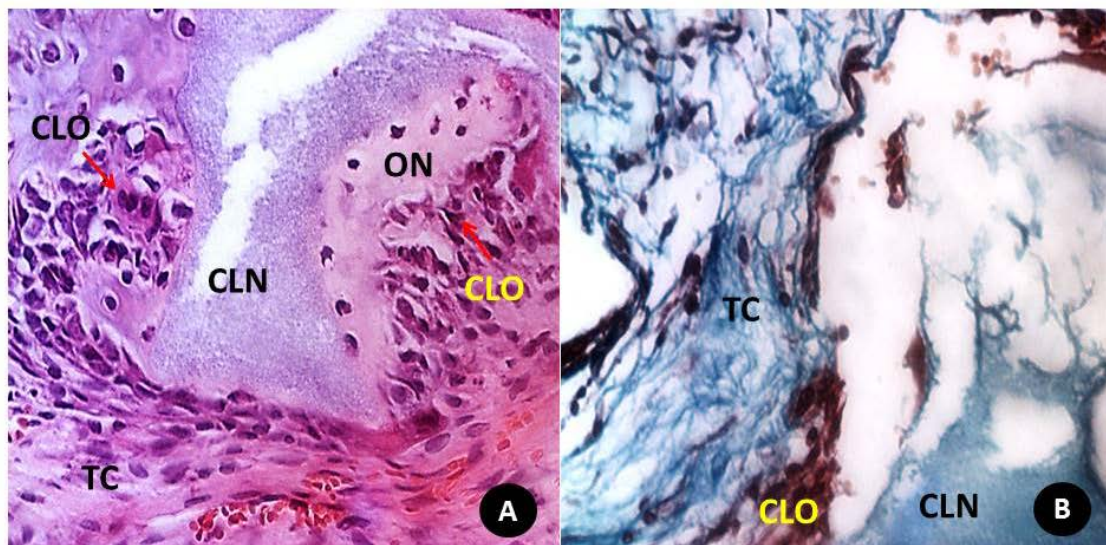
Aspecto histológico em detalhe da relação do biomaterial CLN 14 dias e tecidos circunjacentes na região central do defeito. A – Observa-se presença de neoformação óssea ao redor das partículas com presença de osso neofromado (ON), presença de células da linhagem osteoblástica (CLO) (seta vermelha) e tecido conjuntivo organizado (TC) (HE, aumento original 40 X). B- Coloração de tricômico de Mallory exibindo tecido conjuntivo (TC) e diferenciação das células da linhagem osteoblástica (CLO) ao redor das partículas (aumento original 40 X).
